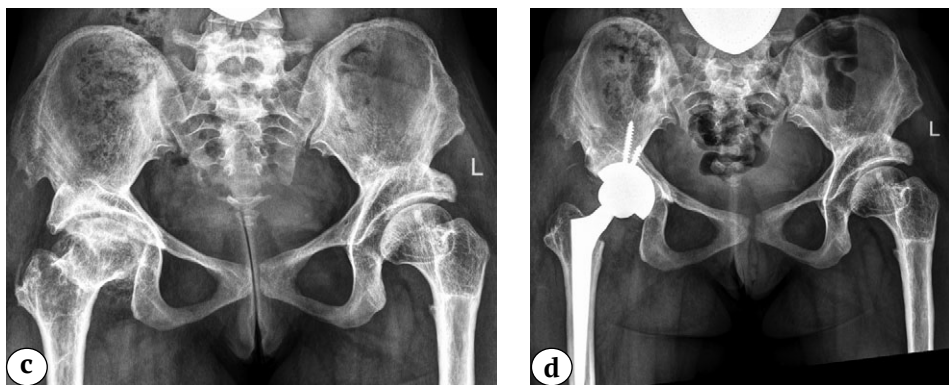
(c, d). Рентгенограммы тазобедренных суставов пациента 16 лет:
